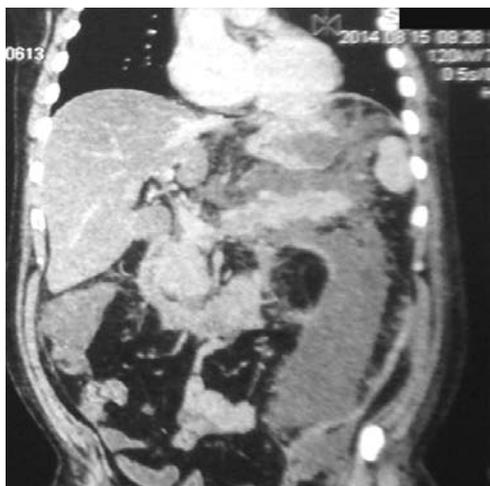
На компьютерной томограмме визуализирована обширная зона нагноения в забрюшинной клетчатке с жидкостным компонентом, распространяющаяся на верхний и нижний квадранты справа от диафрагмы до подвздошной кости без признаков отграничения
